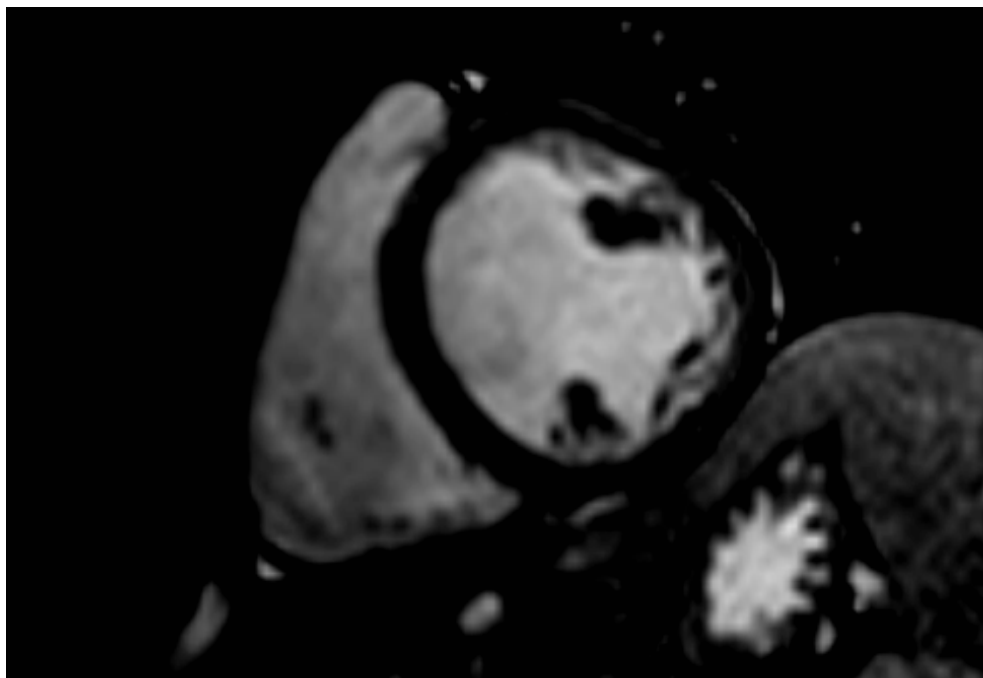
RMN cardíaca donde se puede ver la abundante hipertrabeculación en cara lateral del ventrículo izquierdo.
